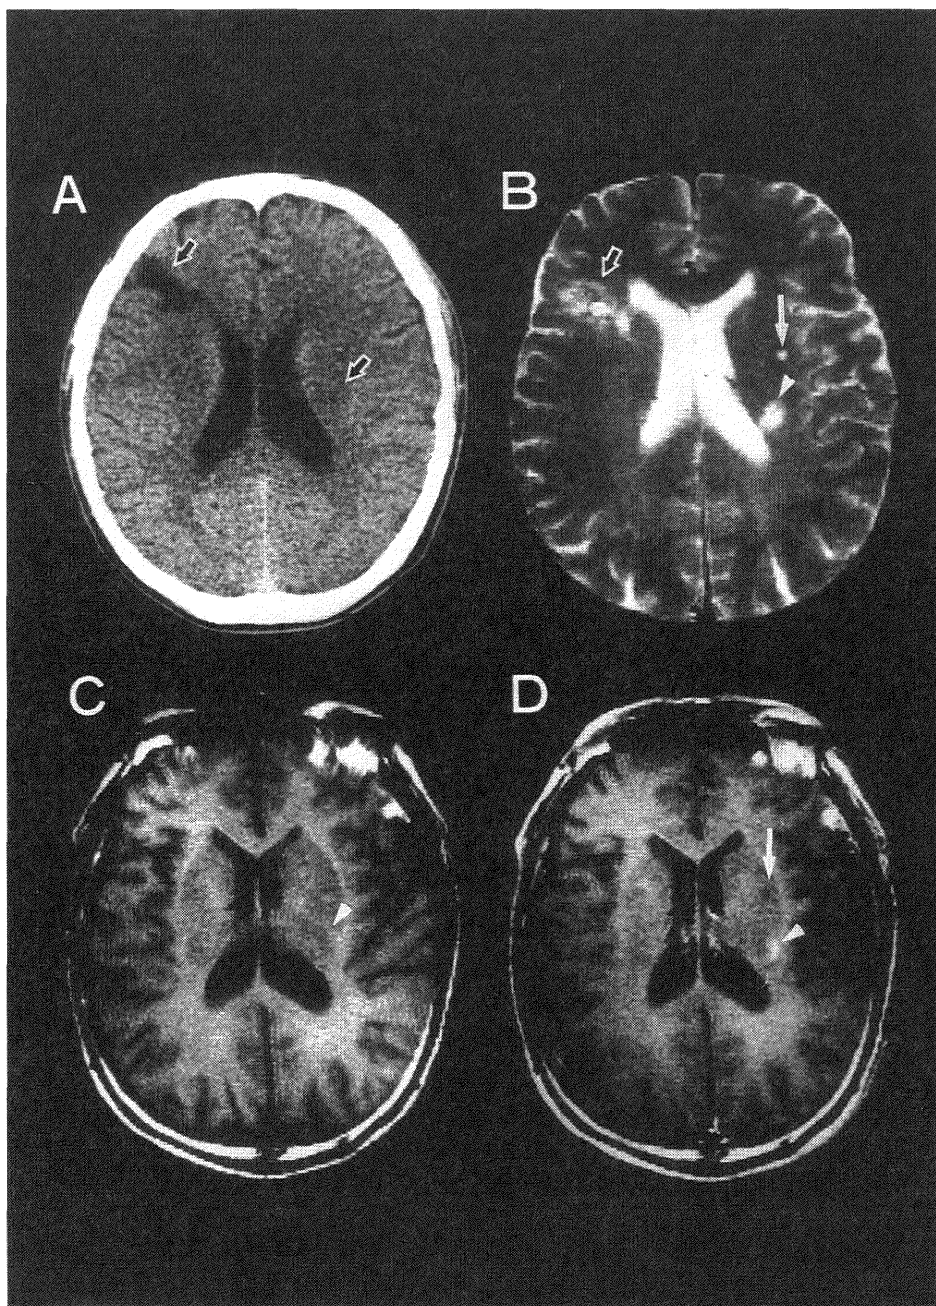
単純 CT (A) および T2w 画像 (B) で右前頭葉, 左半卵円中心 (矢印) と左放線冠 (矢頭) に新旧の梗塞巣を認め, T1w 画像 (C) と Gd-MRI (D) を比較すると明らかなように左放線冠 (矢頭) の梗塞巣が明瞭に増強される.
